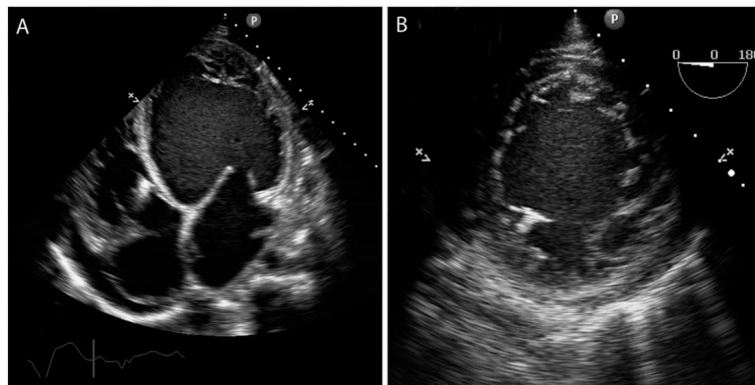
Panel A: transthoracic echocardiography, apical four-chamber view, showing left ventricular dilation and multiple trabeculations with deep endomyocardial recesses in the apex and lateral wall. Panel B: transesophageal echocardiography transgastric view demonstrating hypertrabeculation.
